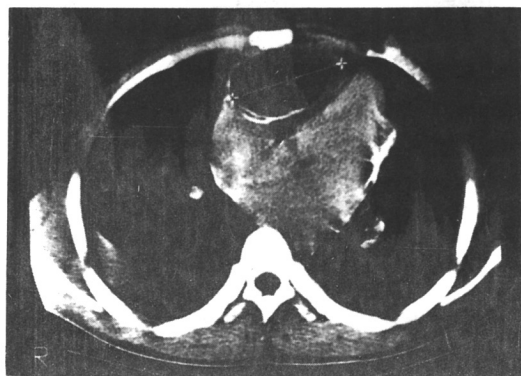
Computed tomography shows 8×6cm sized well-circumscribed cystic mass with peripheral calcification, pericardial thickening and diffuse calcification, including dilatation of the vena cavae.
